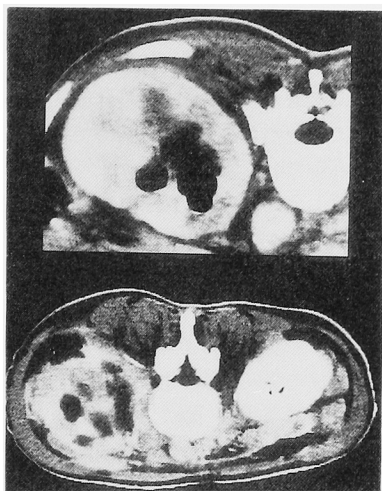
CT scan demonstrates much emphysemas in left renal pelvis and renal parenchyma with lymph nodal swelling.
